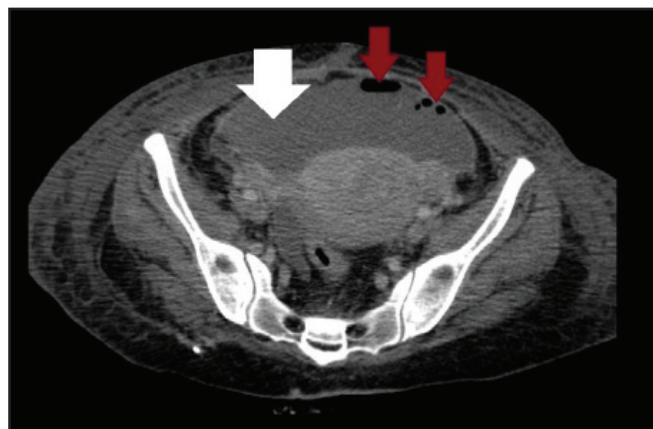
Tomografia computadorizada de abdome-pelve mostrando volumosa coleção pélvica (seta branca), presença de gás fora da alça (setas vermelhas), porém sugestiva de estar dentro da coleção e densificação da gordura pericólica em topografia ileocecal, suspeitando-se de fístula.
